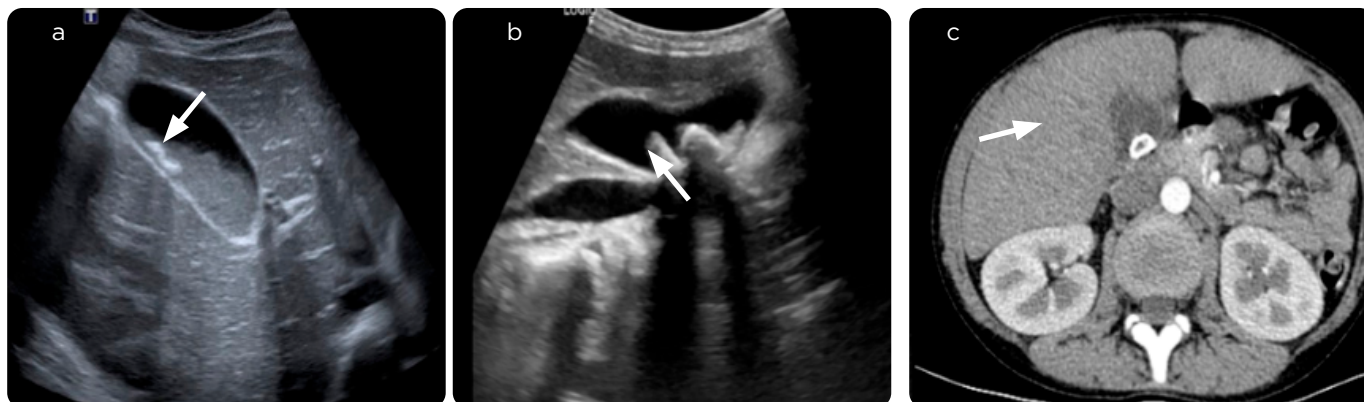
Paciente masculino, 10 años de edad, dolor abdominal tipo cólico, localizado en hipocondrio derecho. a y b) Ecografía de abdomen total en la que se observan ecos amorfos, móviles, sin sombra acústica, localizados en la vesícula, en zonas de declive, compatibles con barro biliar, asociados a múltiples imágenes ecogénicas, móviles, que proyectan sombra acústica posterior compatibles con cálculos, sin signos inflamatorios adicionales; hallazgos compatibles con colelitiasis sin colecistitis. c) TAC de abdomen con medio de contraste en fase portal. Cálculo biliar en la vesícula, sin signos inflamatorios asociados.
